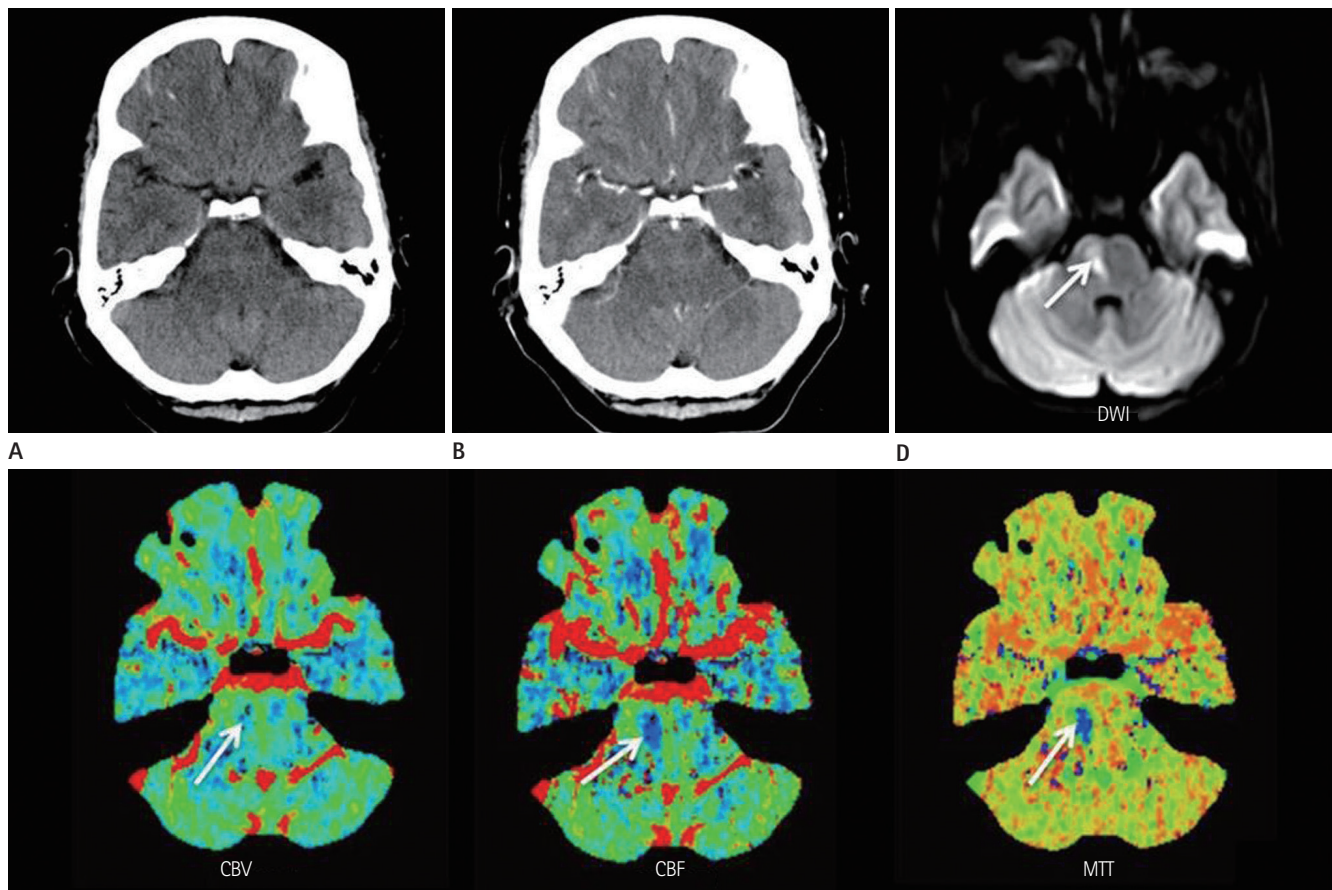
A case of positive abnormal finding on CTP and but not identified by conventional CT in right pontine infarction. One day before examination, this 51-year-old man experienced dysarthria and left side weakness.
